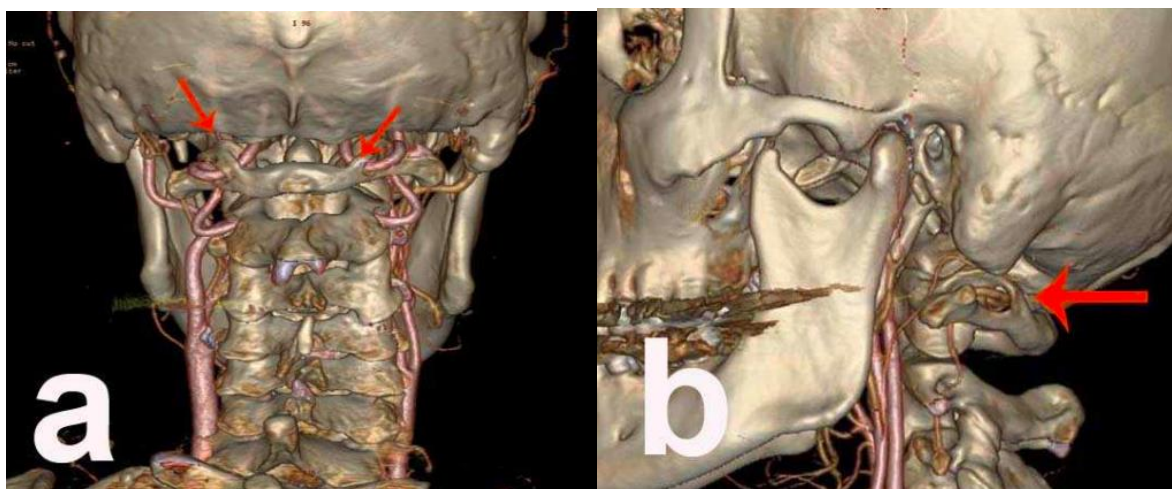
Radiografía 3D-CTA. (A): Ponticulus Posticus bilateral y su relación con arteria vertebral. (B) Ponticulus Posticus unilateral y su relación con la arteria vertebral. Arslan D, Ozer MA, Govsa F, Kitis O. The Ponticulus Posticus as Risk Factor for Screw Insertion into the First Cervical Lateral Mass. World Neurosurg. 2018
